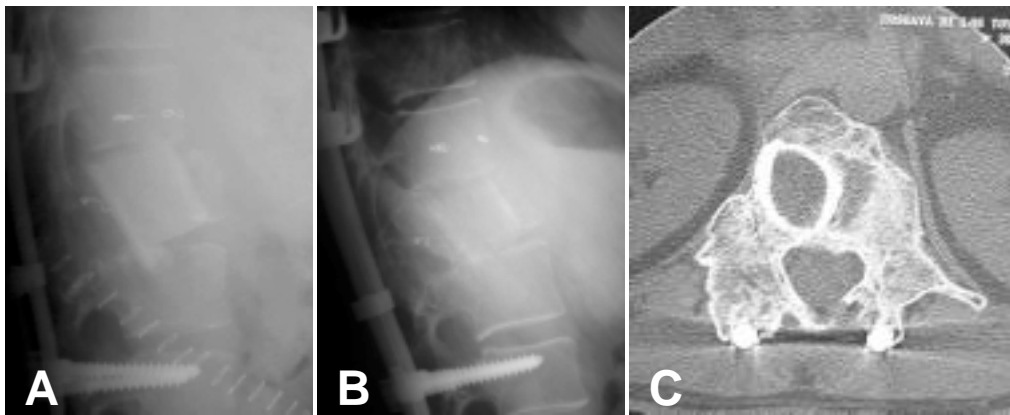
Exemple de remodelació de l'empelt per TC. Podem veure les radiografies postoperatories (A) i als 6 anys (B) d'un pacient de 26 anys que se li va realitzar una corporectomia per un tumor de cèl·lules gegants de T12. mentre que radiogràficament només observem una certa remodelació de l'empelt, si efectuem un TC (C) podem veure que en la zona de la corporectomia s'ha creat una nova vèrtebra que envolta completament a l'al·loempelt.
